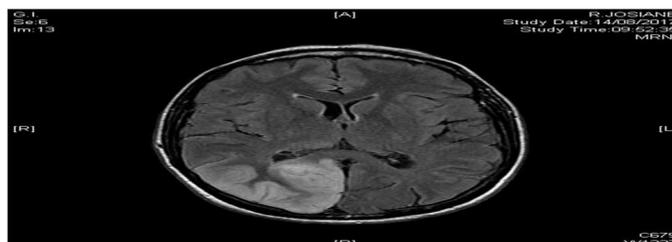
ischémie occipitale droite (IRM)
